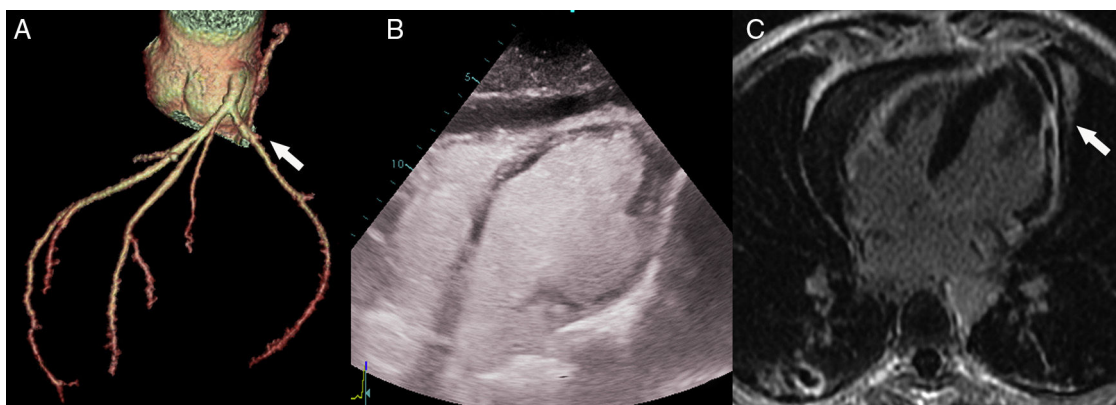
A) Reconstrucción tridimensional de ACTC mostrando el muñón de la arteria marginal ocluida (flecha). B) Ecocardiograma con contraste mostrando el pseudoaneurisma. C) Resonancia magnética cardíaca con gadolinio, con realce tardío transmural en la pared lateral, con rotura de la misma (flecha).
